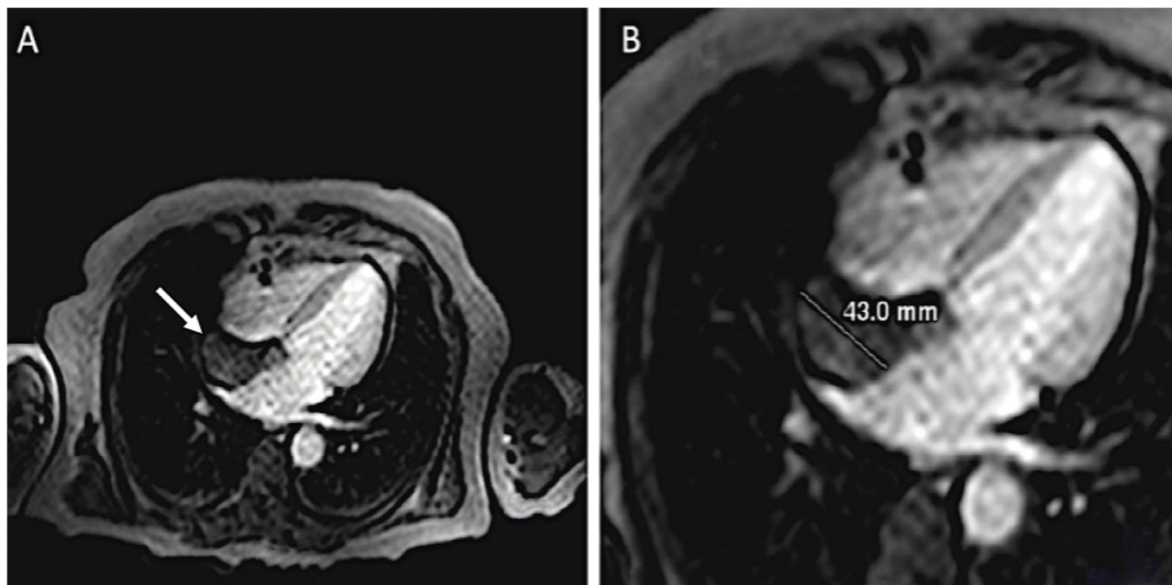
(A y B) RMN cardiaca donde se observa la masa adherida al septum interauricular (flecha).
